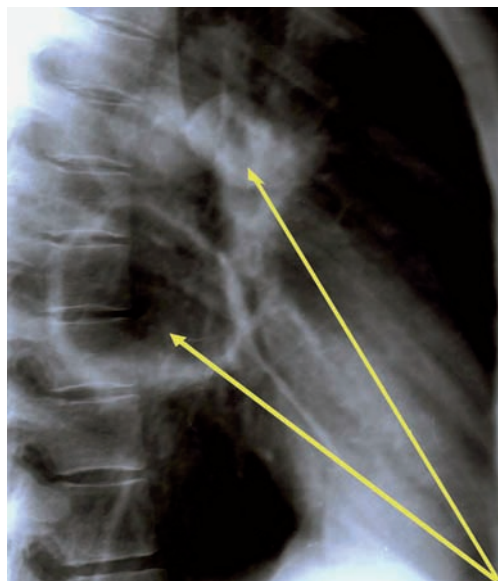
Пациентка Т., 67 лет. Диагноз: множественный эхинококкоз сердца и легких. Рентгенограмма. Боковая проекция. Множественные эхинококковые кисты легких (обозначены стрелками).
